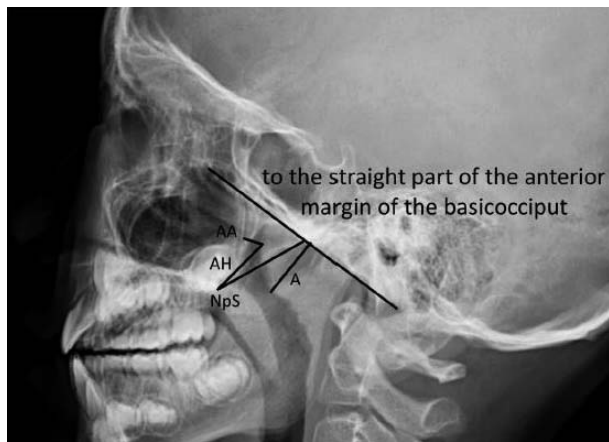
Indications in lateral radiograph. A, greatest distance between a line drawn along the straight part of the inferior margin of the basiocciput and the point of maximal convexity on the anterior outline of the adenoid; AA, antroadenoidal distance (shortest distance between the anterior outline of the adenoid and posterior wall of the maxillary antrum, which lies in the same plane as the posterior choana); AH, distance between the posterior and superior edge of the hard palate and the point on the anterior outline of the adenoid used to measure AA; NpS, distance between the posterior and superior edge of the hard palate and anteroinferior margin of the sphenobasioccipital synchondrosis.
